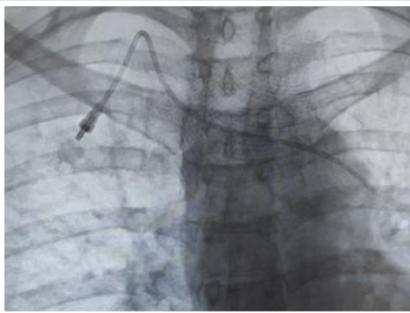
Рентгенограмма установленной подкожной венозной порт-системы.
